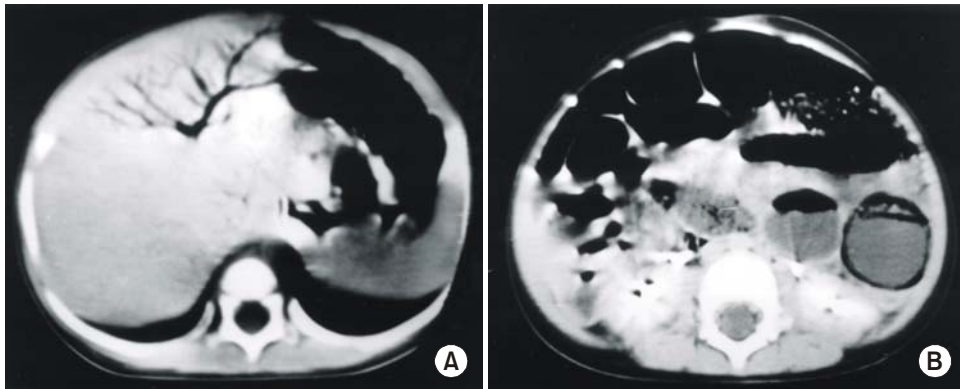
A. CT scan of abdomen reveals air within the peripheral intrahepatic branches of the left portal vein. B. In abdominal CT scan, small and large bowel loops are dilated with fluid and air. Air is visualized in the wall of the bowel.
